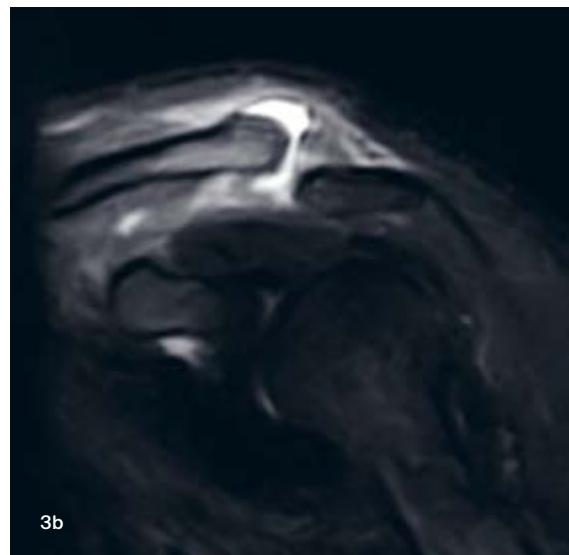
Das typische Bild einer frischen Schultergelenkssprengung im MRT, präoperativ. Beim Vorliegen einer horizontalen und vertikalen Instabilität der lateralen Klavikula bei der klinischen Untersuchung erfolgt in dieser Situation in der Regel eine operative Stabilisierung zur Wiederherstellung einer zeitnahen und andauernden Belastungsstabilität.
